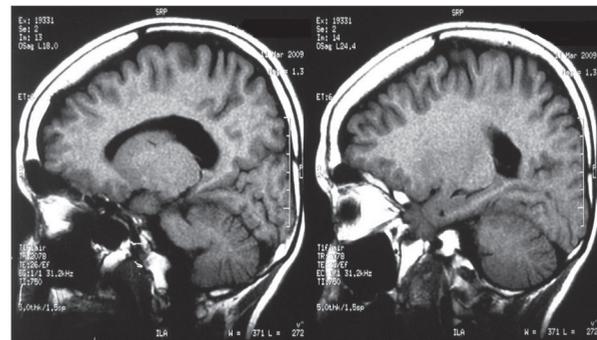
RMN CEREBRAL 2009. Ectasia leve del sistema ventricular y zonas de hipomielinización en centros semiovais occipitales bilaterales y a nivel de los núcleos mediales del tálamo.
